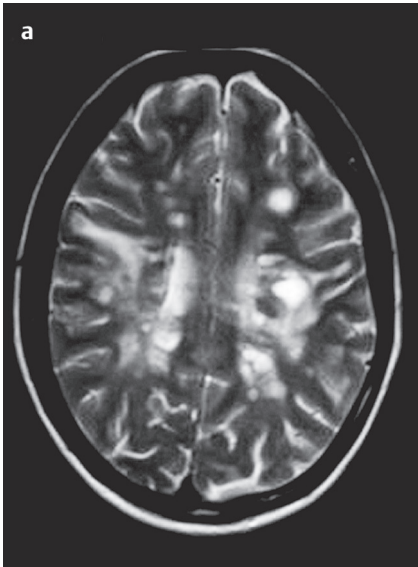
а, б Рассеянный склероз. МРТ, T2-ВИ в аксиальной плоскости (а) и T1-ВИ в аксиальной плоскости после введения контрастного вещества (б). Гиперинтенсивные очаги в перивентрикулярном белом веществе (а). Узловое или кольцевидное накопление контраста в зависимости от активности (б).
